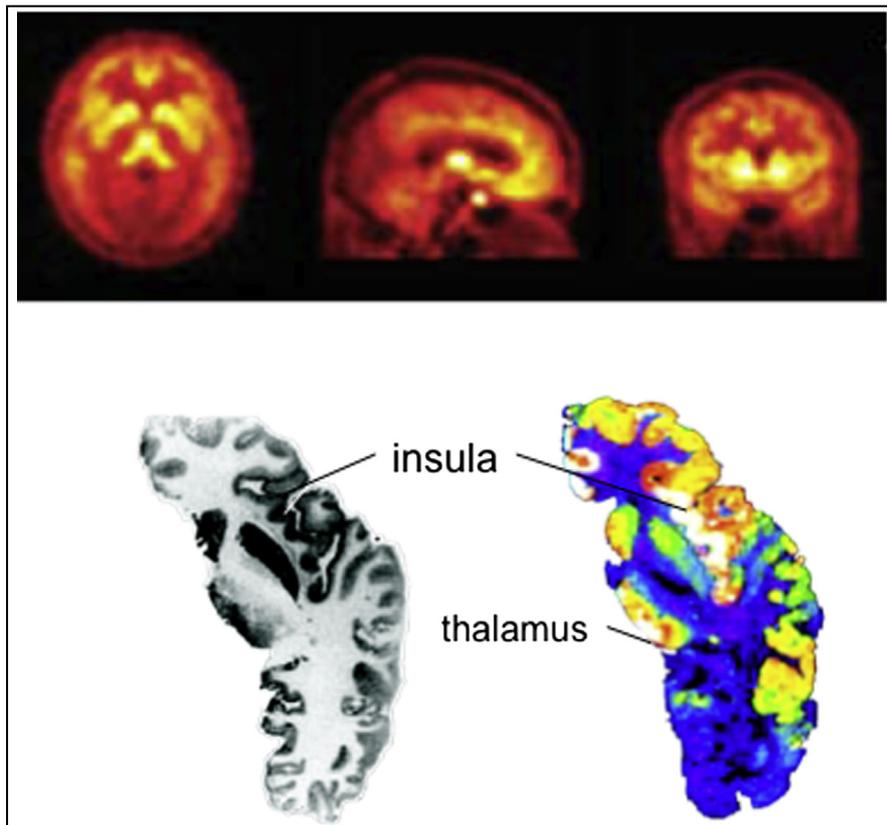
Obere Reihe: Parametrische Darstellung des Rezeptorbindungspotentials des selektiven μ -Opioid Agonisten [11C]-Carfentanil im PET. Das Rezeptorbindungspotential drückt die Dichte der vorhandenen Rezeptoren und die Affinität der verwendeten Substanz zum Rezeptor aus. Weiß/Gelb: Orte hohen Bindungspotentials, Rottöne: Orte niedrigeren Bindungspotentials. (Quelle: Lee et al., 2013).
